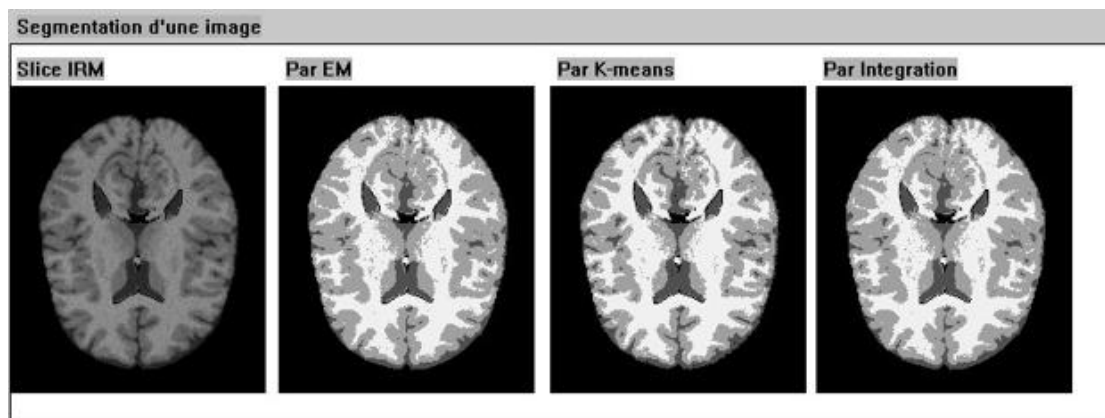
Segmentation des données d'IRM (EM, K-MEANS et l'Intégration entre eux).
